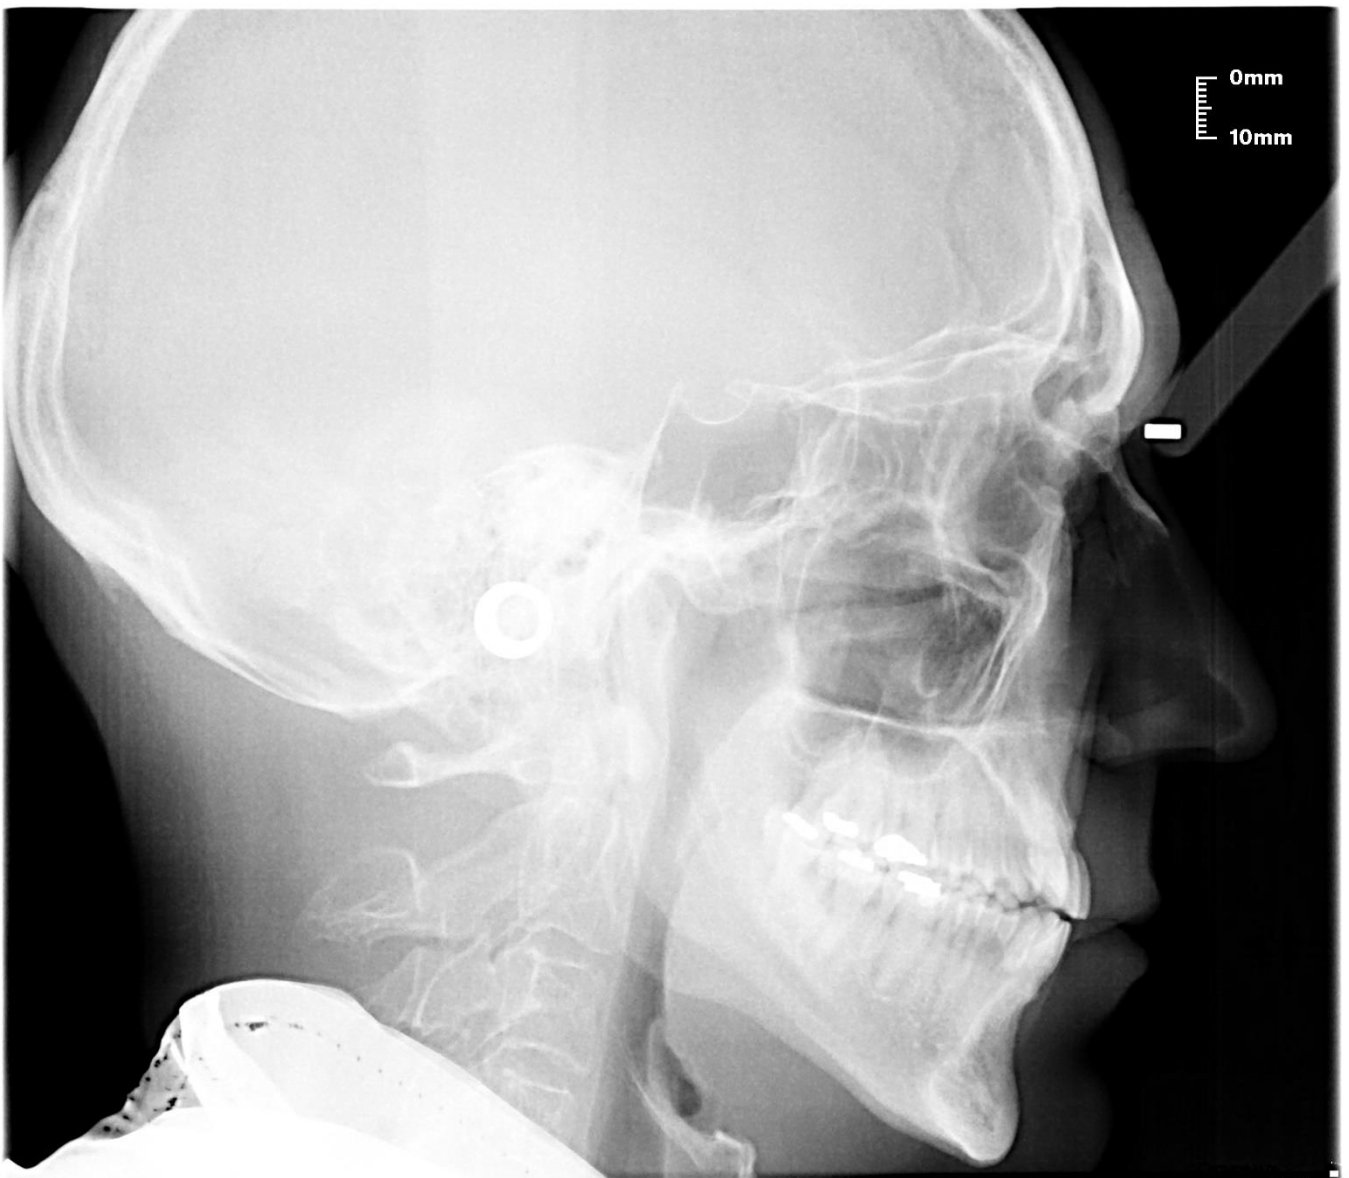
Radiografía lateral, telerradiografía.
